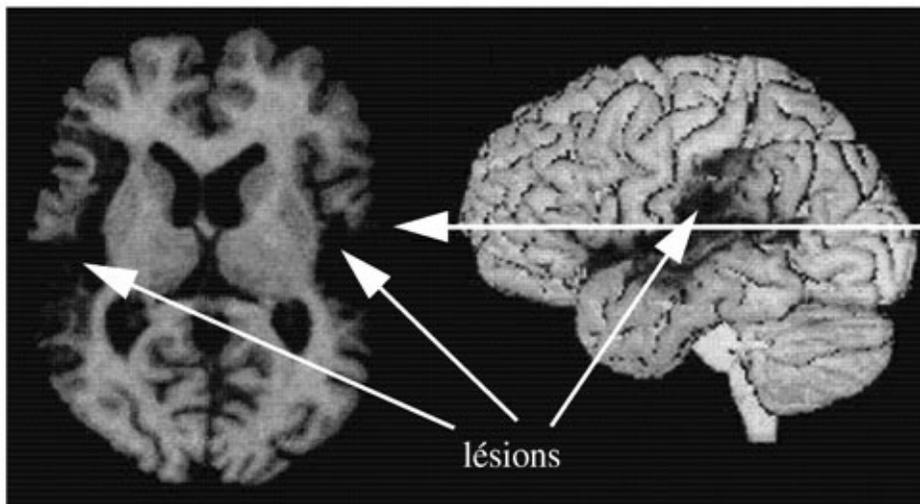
Exemple de scanner IRM révélant une lésion cérébrale. Ce patient a eu le malheur de subir deux accidents vasculaires successifs, qui ont détruit son cortex auditif gauche et droit. Les lésions se voient clairement sur l'image par résonance magnétique.
